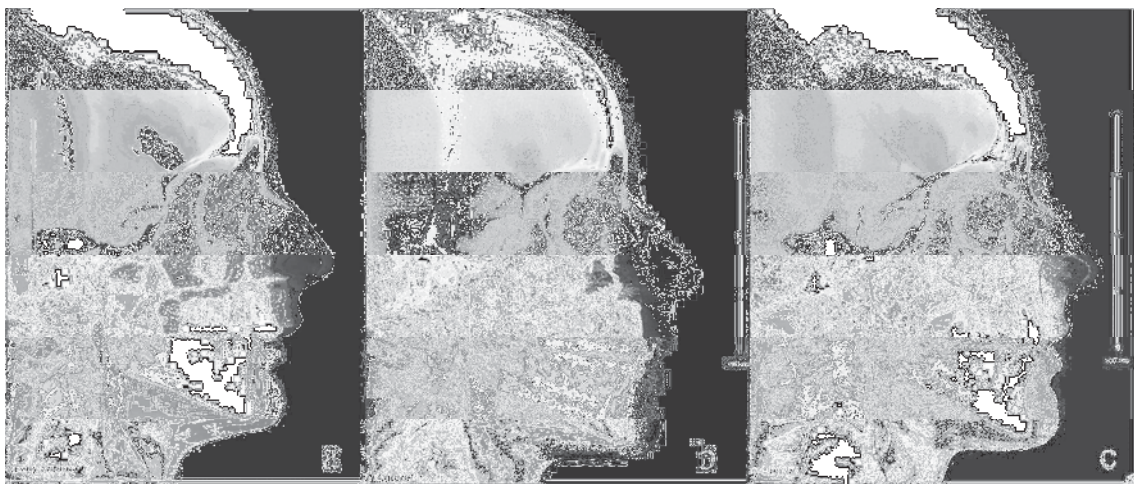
Avaliação qualitativa de vias aéreas das imagens de cefalometrias reconstruídas a partir de tomografias computadorizadas de feixe cônico de um dos pacientes avaliados: a) cefalometria em T1; b) Cefalometria em T2; e c) cefalometria em T3.
